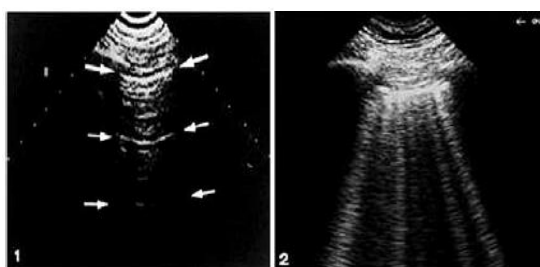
Imagens de ecografia pulmonar – Adaptado de Picano e cols (2016). 1) Parênquima pulmonar normal com artefatos horizontais formados a partir das linhas pleuro-pulmonares – linhas A. 2) Artefatos hiperecogênicos verticais sugestivos de congestão – linhas B.
